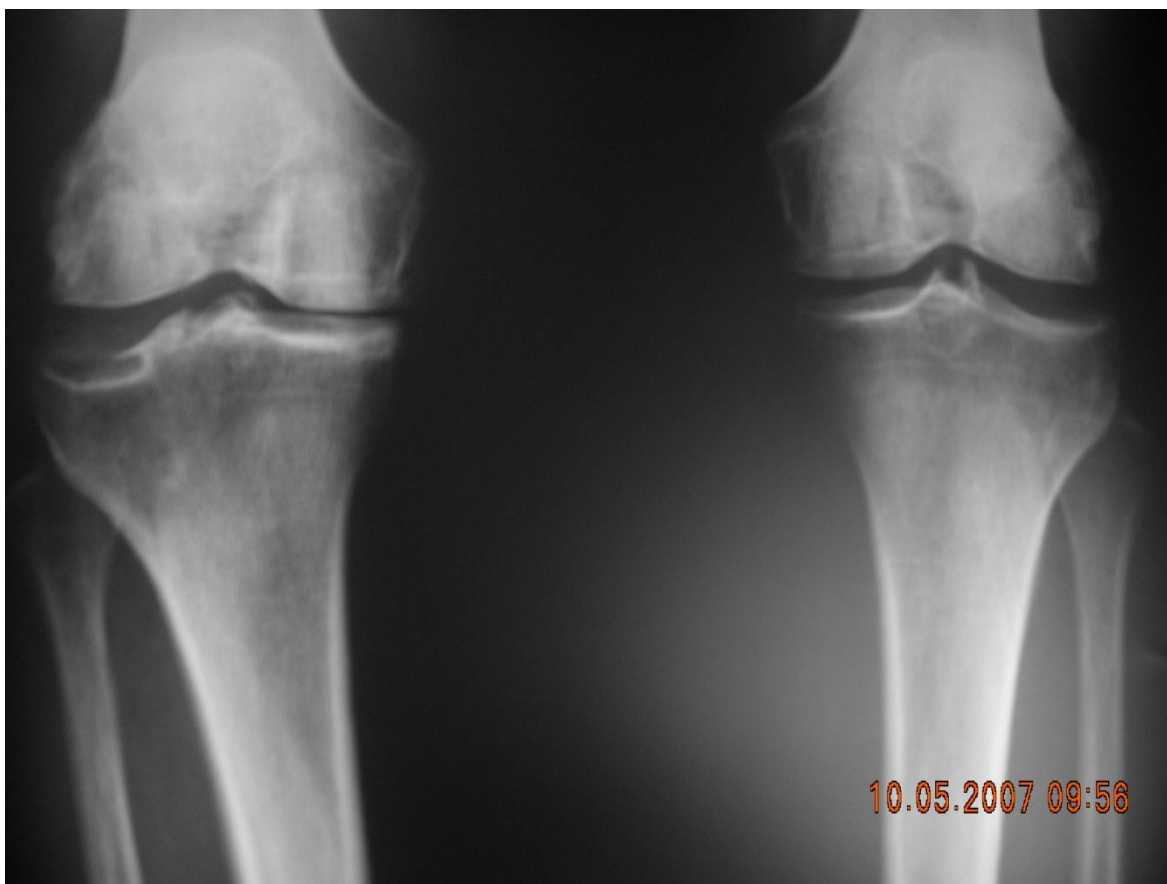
RADIOGRAFIA AP DE RODILLAS
